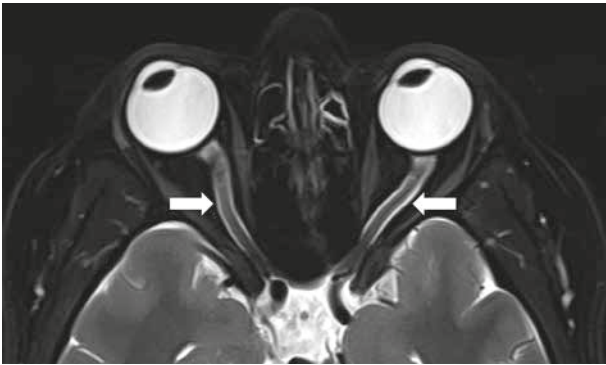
Nervios ópticos. (a) La imagen de RM (secuencia T2 con supresión grasa) de incidencia axial muestra los segmentos intraorbitarios (cabezas de flechas) e intracanaliculares (flechas) de los nervios ópticos, de señal intermedia, similar a los músculos extraoculares; están rodeados de LCR en su vainas meníngicas, de señal alta. Adicionalmente, se observa en lóbulo temporal derecho una lesión encefálica de aspecto residual. (b) En el corte axial de TCMD con ventana de partes blandas también se observan los segmentos intraorbitarios (cabezas de flechas) pero sin la capacidad de resolución tisular de la RM que permita diferenciarlos de las vainas.
